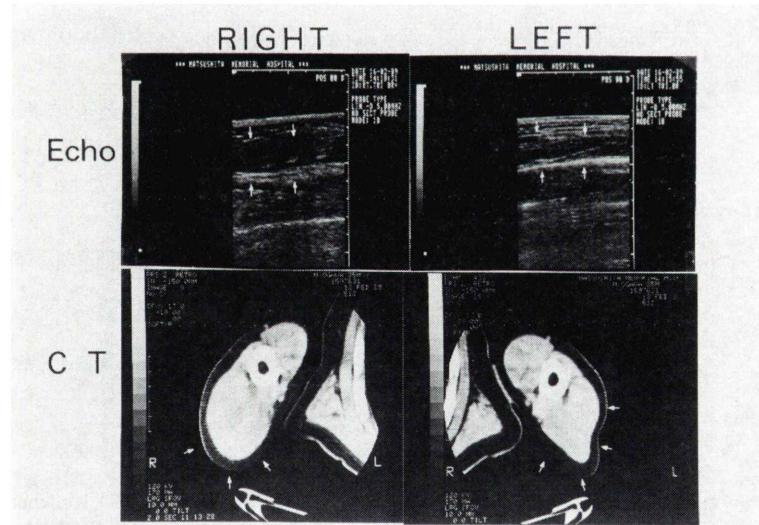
Ultrasonic tomography and computed tomography of right and left brachial triceps muscle.
